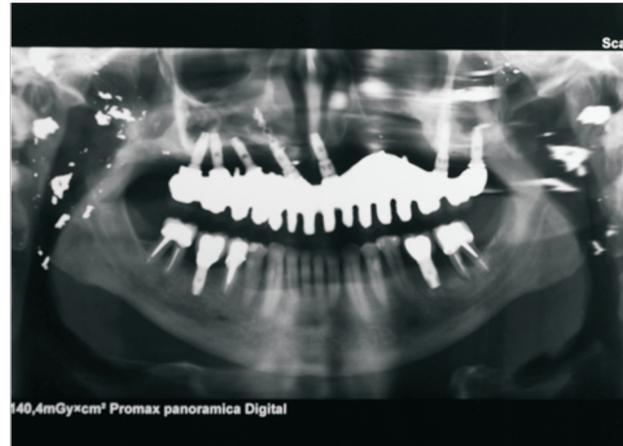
H. Radiografía panorámica post tratamiento
